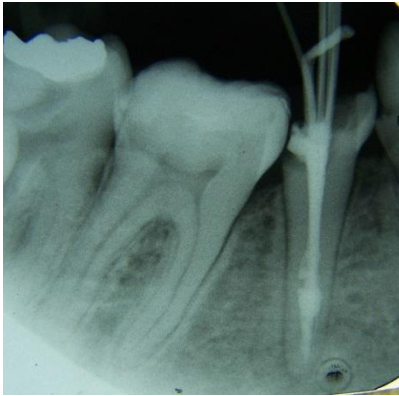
Caso Clínico 2: Radiografía de decondensación lateral donde se evidencia la zona de la reabsorción radicular interna
